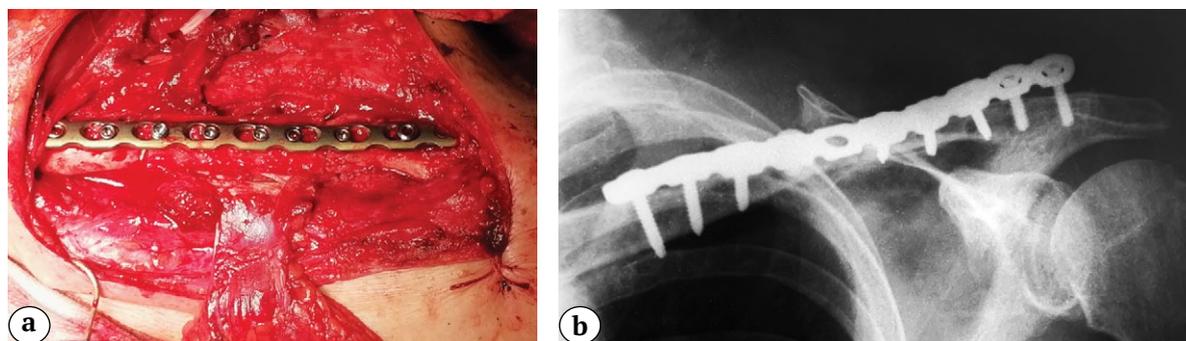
Вид раны на завершающем этапе операции (a) и контрольная рентгенограмма (b)
